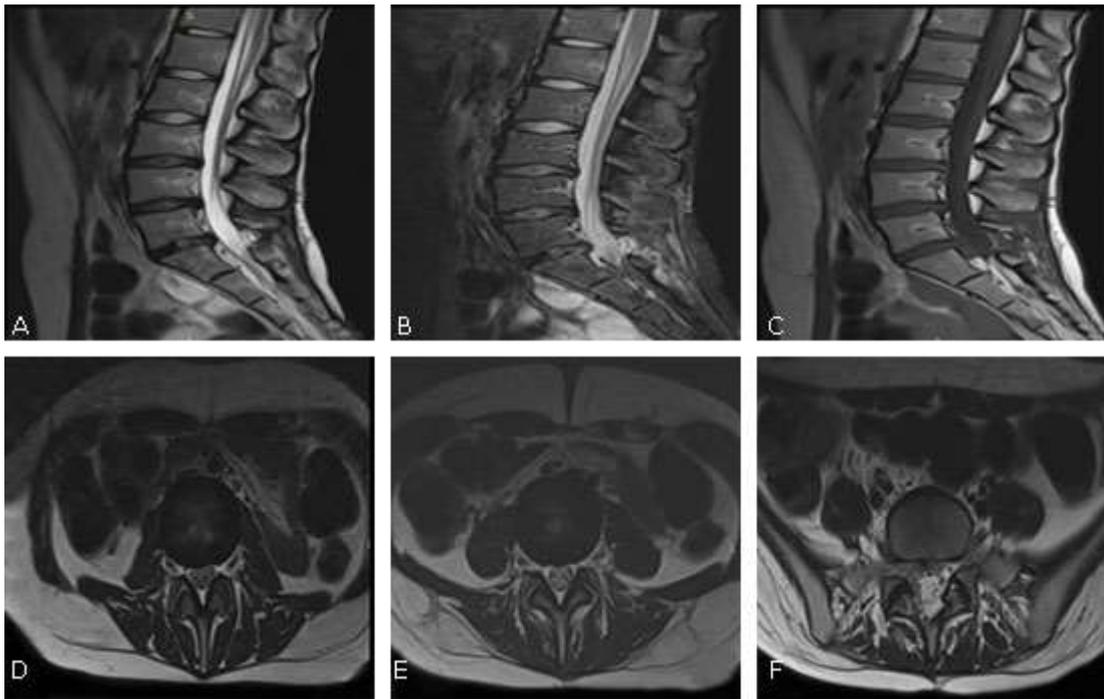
RMN de columna lumbosacra: se observa rectificación de la lordosis lumbar con deshidratación de los discos intervertebrales L3-L4, L4-L5, L5-S1, acompañado de abombamiento discal L3-L4 que comprime saco dural y presencia de líquido en articulación facetaria derecha. Protrusión discal central en L4-L5 con líquido en ambas articulaciones facetarias a nivel de L5-S1 se observa abombamiento del disco y laminectomía, llama la atención que se borra la grasa y raíz nerviosa derecha en el agujero de conjunción y en cortes más inferiores se observa esta raíz engrosada que pudiera estar en relación con cambios postquirúrgicos sin poder descartar sepsis localizada en región epidural. Cambios posquirúrgicos en elementos posteriores y partes blandas a nivel de L5-S1. Se concluye: cambios degenerativos discales lumbares multiniveles. Protrusión discal L3-L4, L4-L5, L5-S1. Sinovitis facetaria derecha en L3-L4 y bilateral en L4-L5. Fibrosis postquirúrgica.
